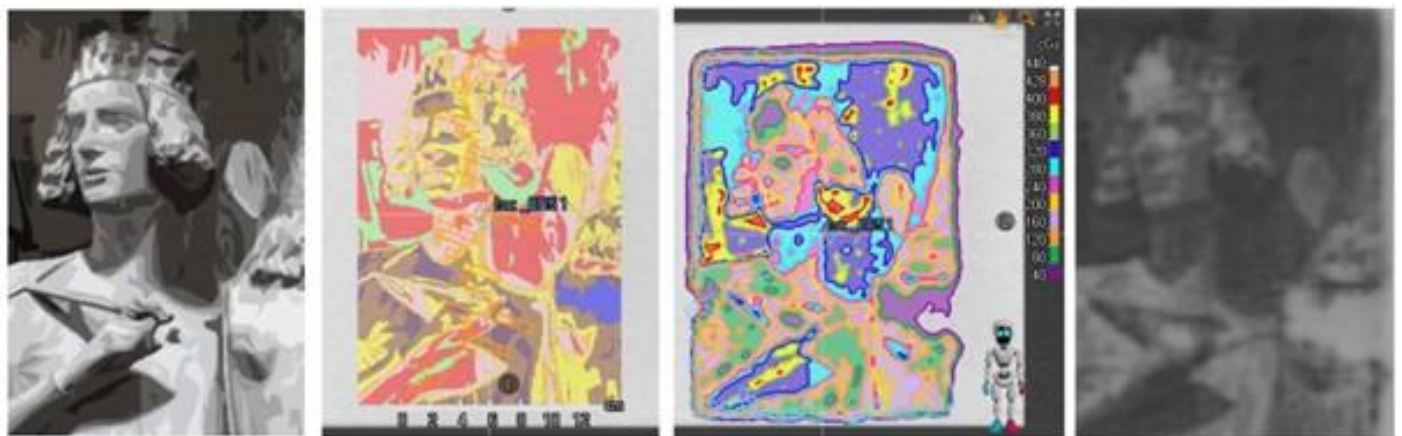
vlnr.: Skizze einer Hand; Pseudo-CT im TPS; Bestrahlungsfeld
